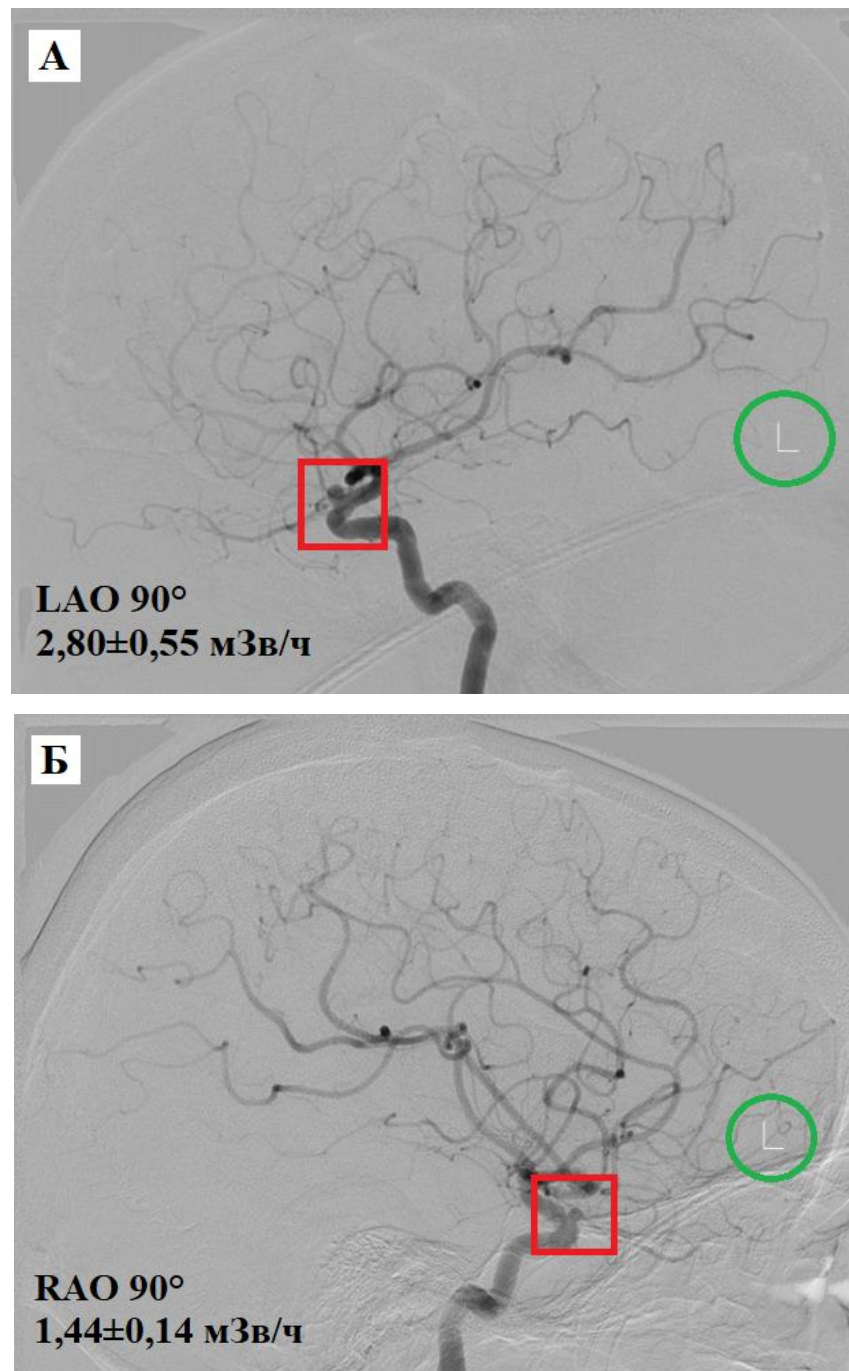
Сравнение средних мощности эквивалентной дозы, воздействующих на оператора, в режиме ДСА и рентгеноскопии в основных ангиографических проекциях *in vivo* при РЭО аневризмы.
